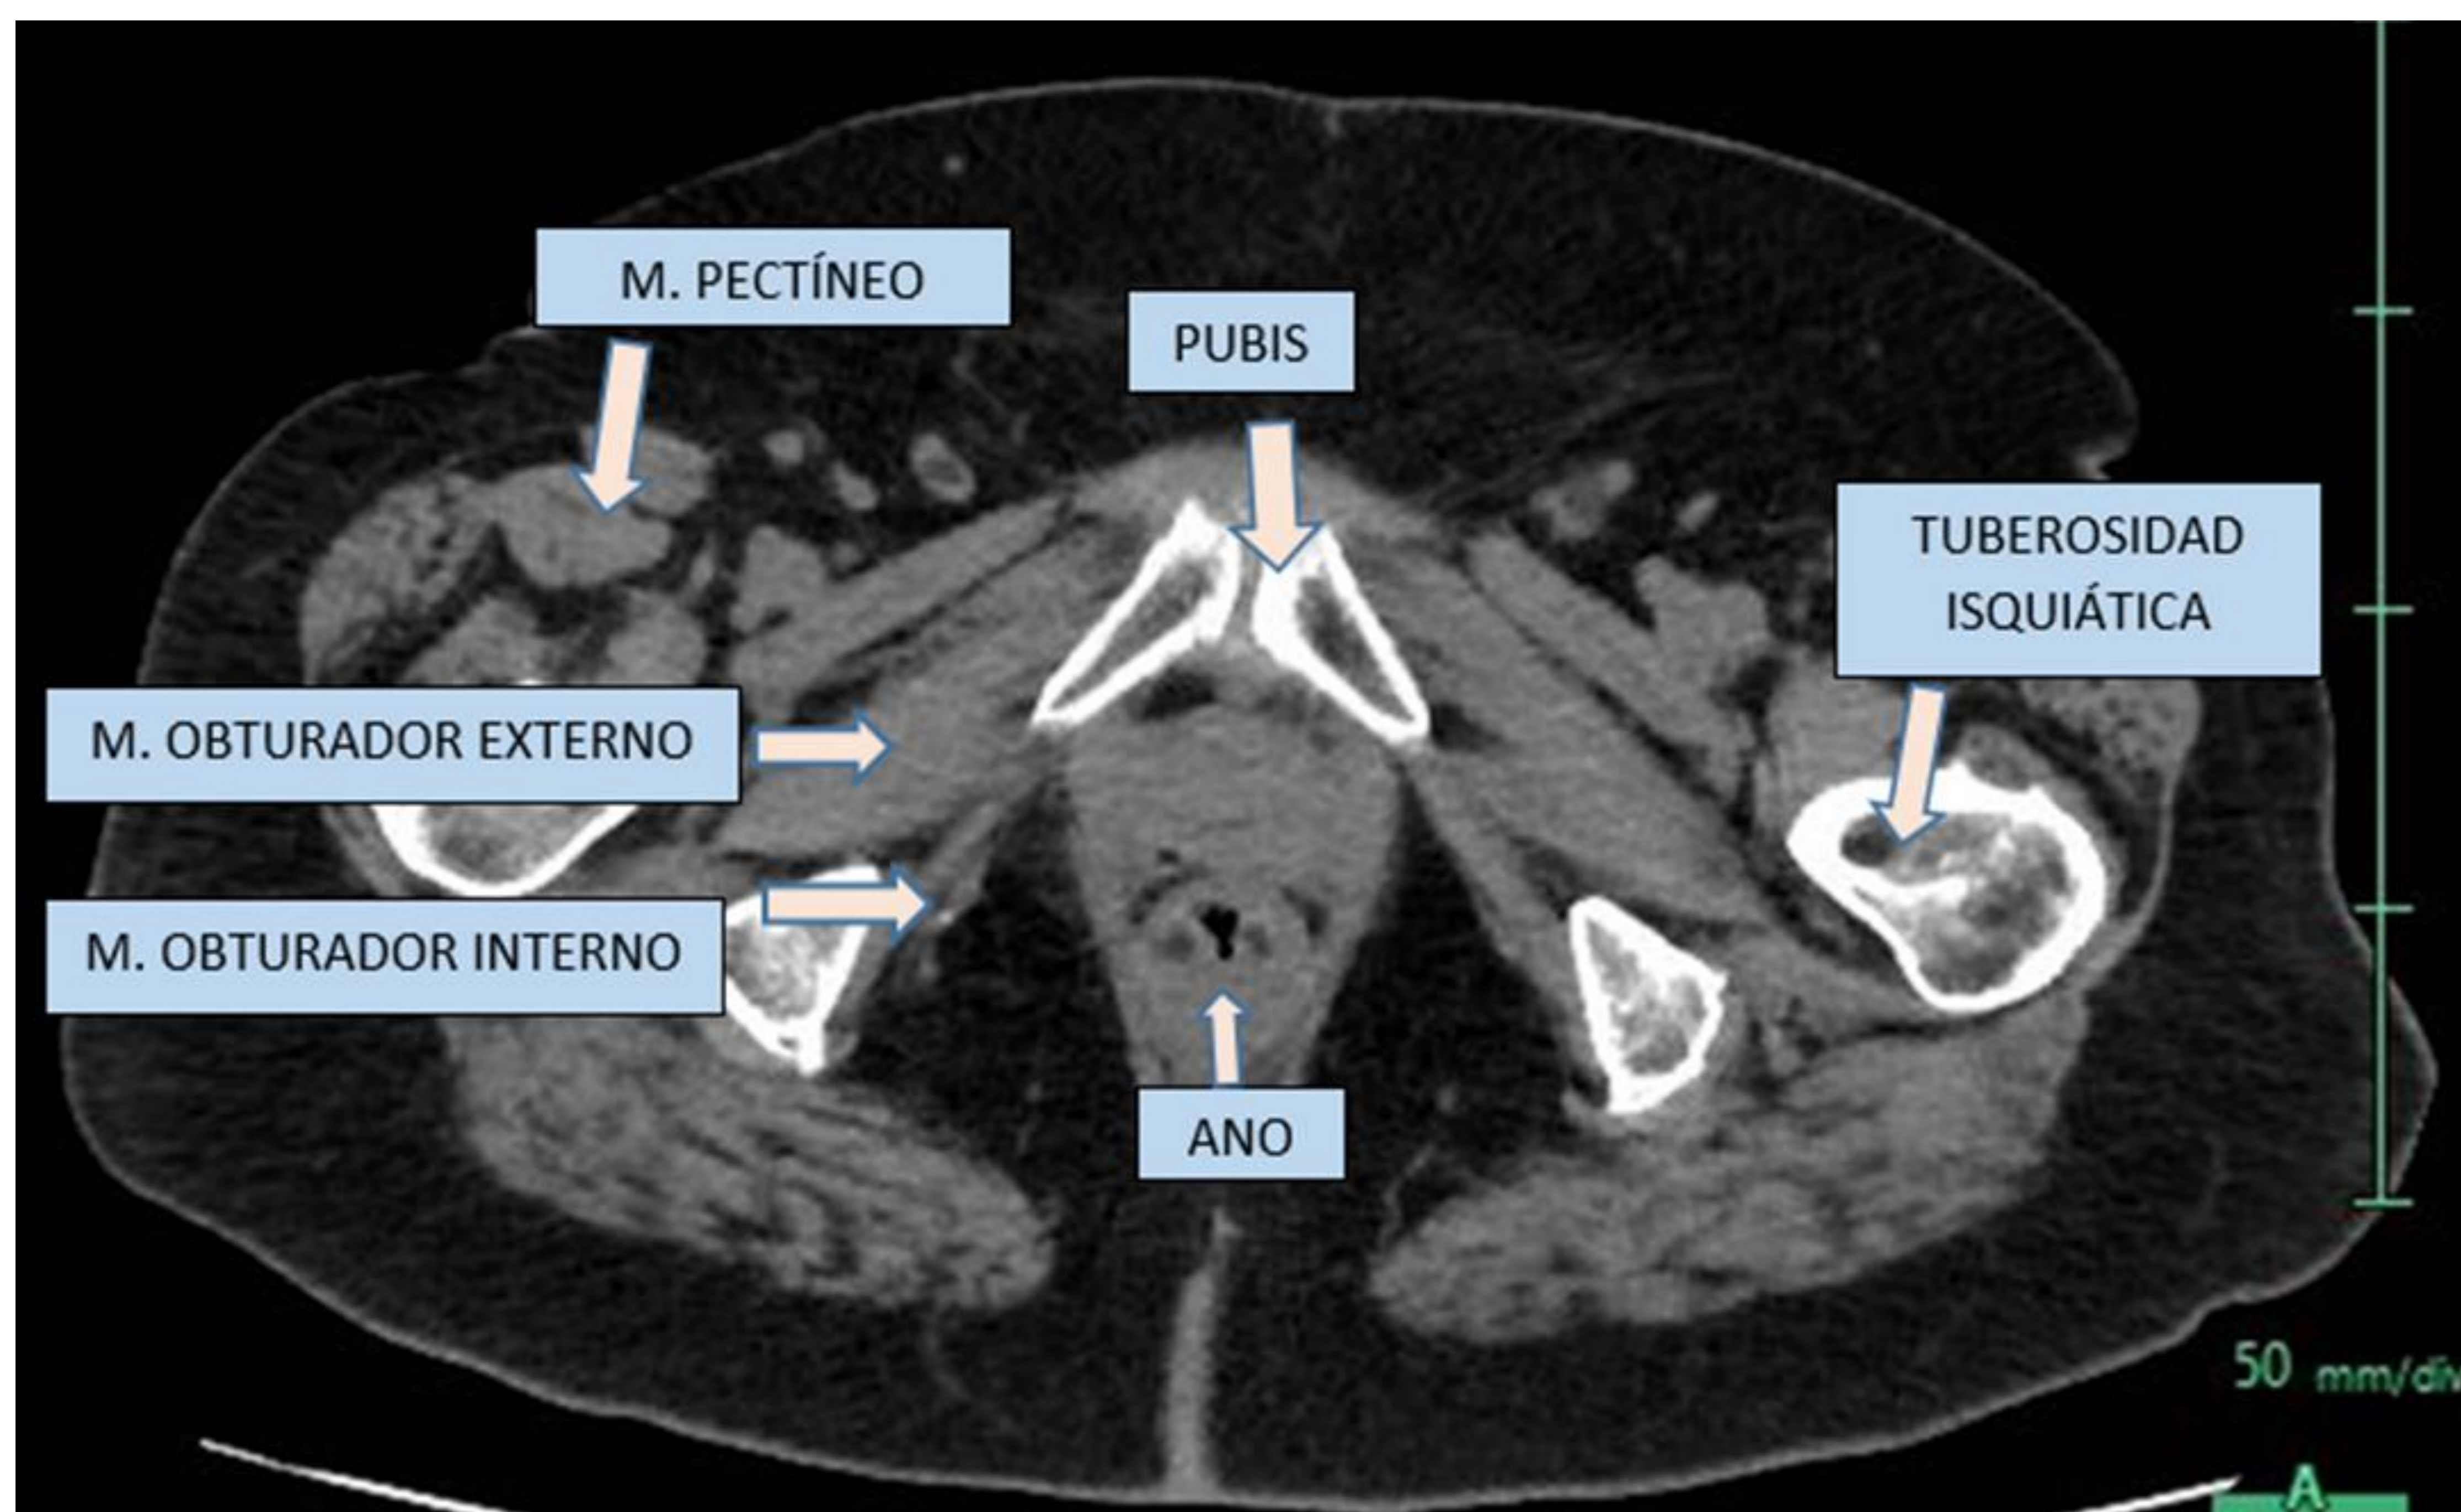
Plano axial de TC donde se señalan los obturadores.
